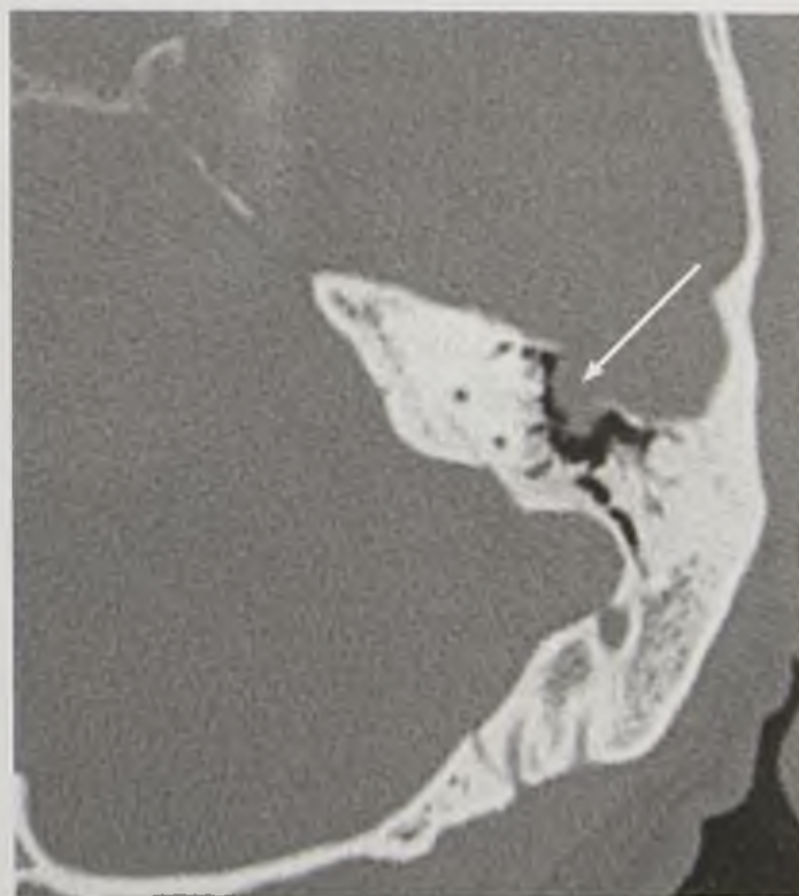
Компьютерная томограмма височной кости. Мягкотканное образование с деструкцией костной стенки (стрелка)
